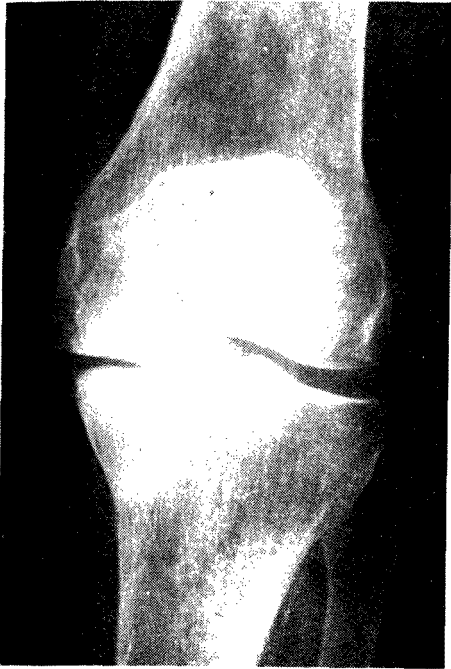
Radiografia de uma ósteo-artrose com estreitamento da entrelinha articular e reacção osteofitária marginal; ligeira sub-luxação. As sobreposições impedem a apreciação da estrutura óssea.
